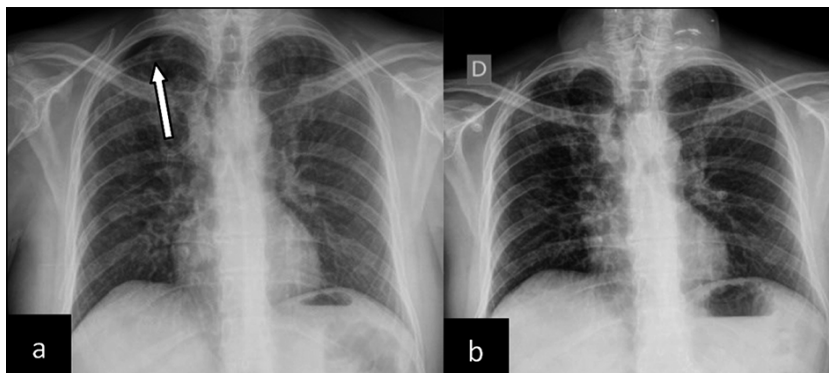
Radiografías de tórax. a: persiste neumotórax al 30° día (flecha); b: Resultado al tercer día de la aplicación de PRP: expansión completa del pulmón derecho.
